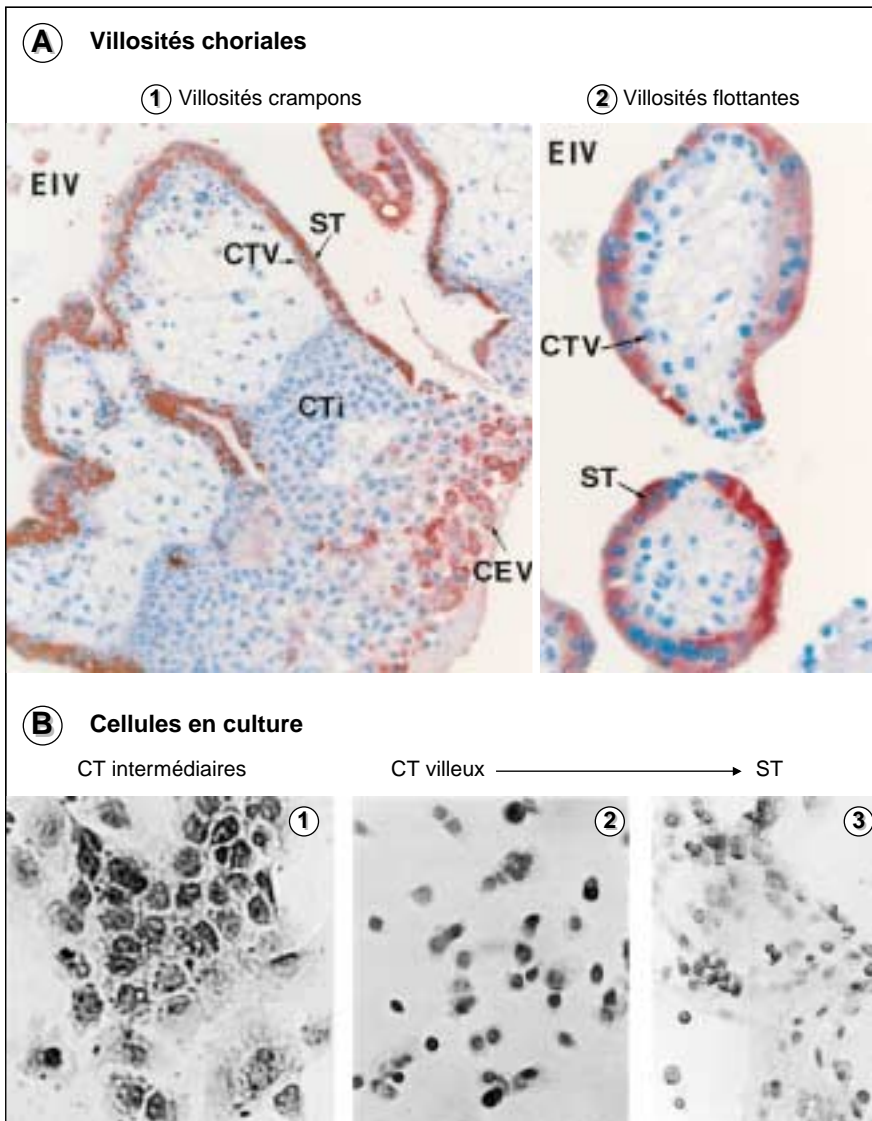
Principales voies de différenciation du cytotrophoblaste (CT). Dans la zone d'implantation du blastocyste le CT des colonnes, dit intermédiaire (\* ou extravilleux prolifératif) prolifère, puis il migre vers l'endomètre maternel et devient extravilleux (\*\* ou extravilleux invasif). Ce CT extravilleux colonise la décidue et le premier tiers du myomètre. Au cours de sa différenciation terminale, il remplace les cellules endothéliales des artères de l'endomètre maternel, ou il se (dé)différencie en cellules géantes bi- ou trinuéclées au sein de la décidue. Cette invasion est contrôlée et orientée par de multiples interactions avec les cellules environnantes. Au cœur du placenta, les CT vilieux créent par fusion cellulaire le syncytiotrophoblaste qui constitue la principale interface fœto-maternelle et possède de nombreuses fonctions indispensables au développement fœto-placentaire.
